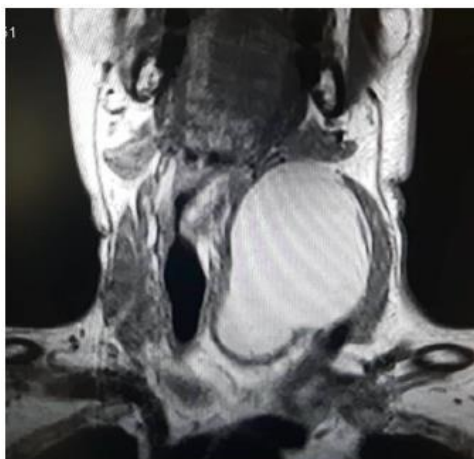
RM cervical com lesão quística esquerda com compressão da via aérea.
